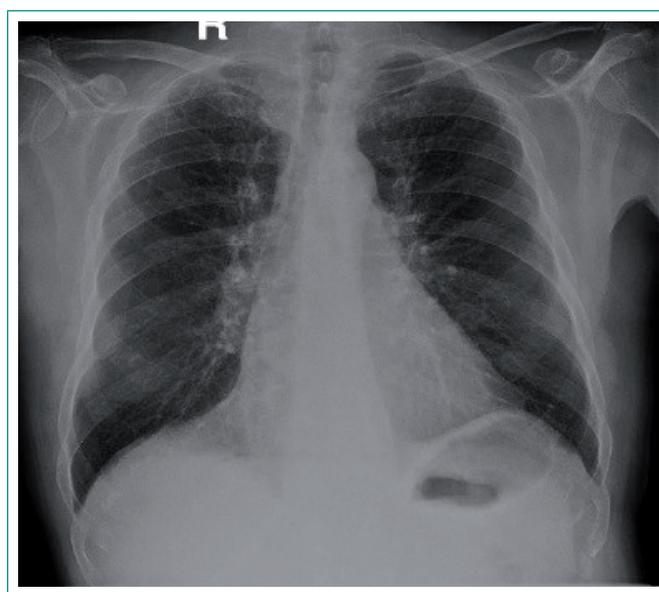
Radiografía de tórax al alta
